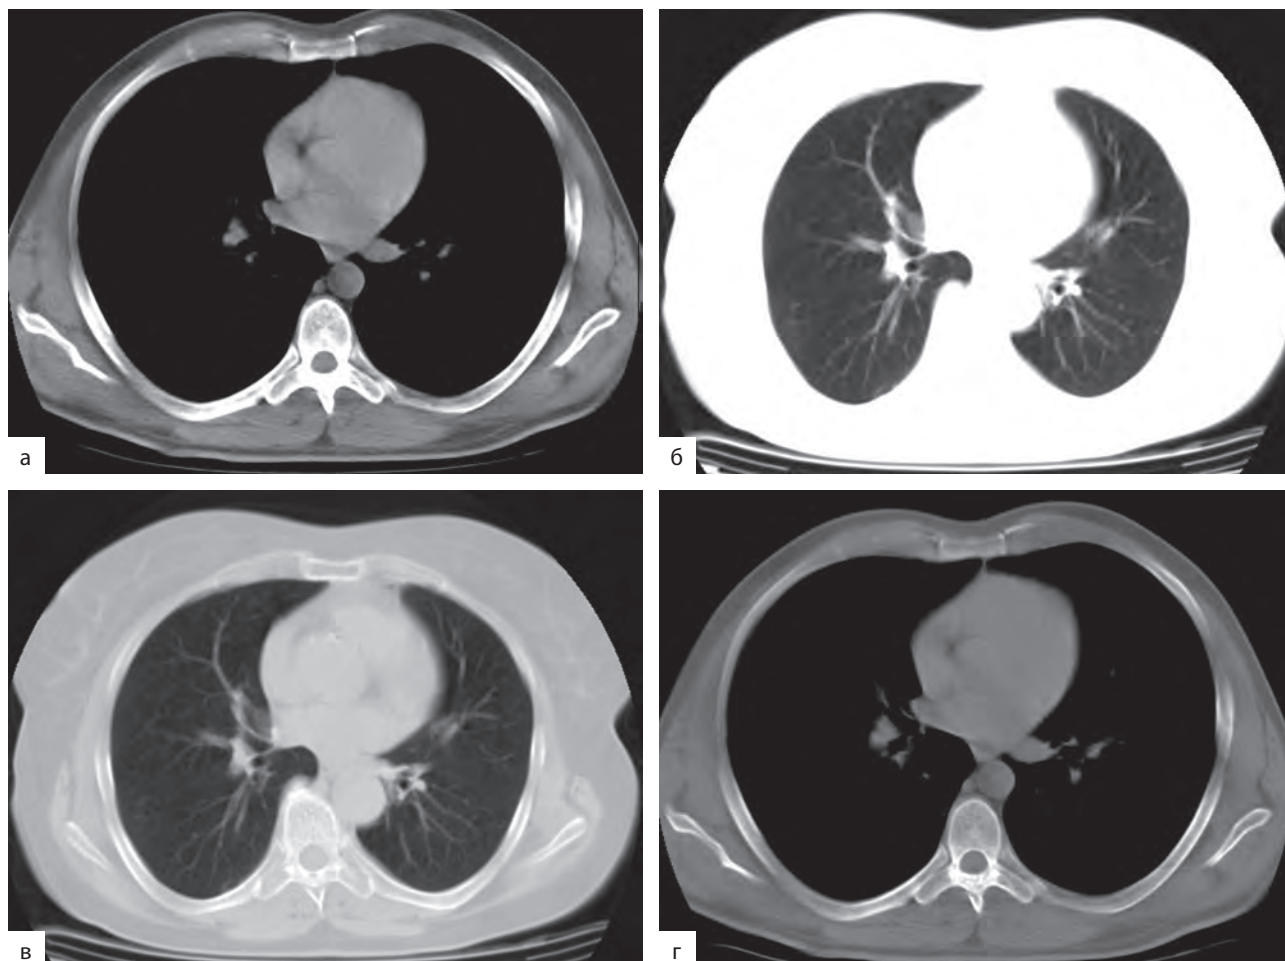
Компьютерная томография. Электронные окна: а — мягкотканное; б — легочное; в — плевральное; г — костное
